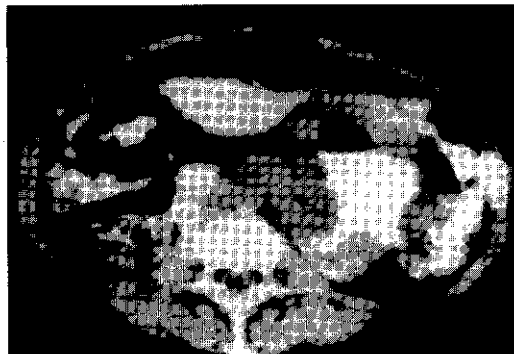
Rastreo con TC que muestra el leiomioma ulcerado del yeyuno proximal qcorrespondiente al caso que se presenta en la figura 25-27 y que denuncia el compromiso de los tejidos blandos adyacentes.
